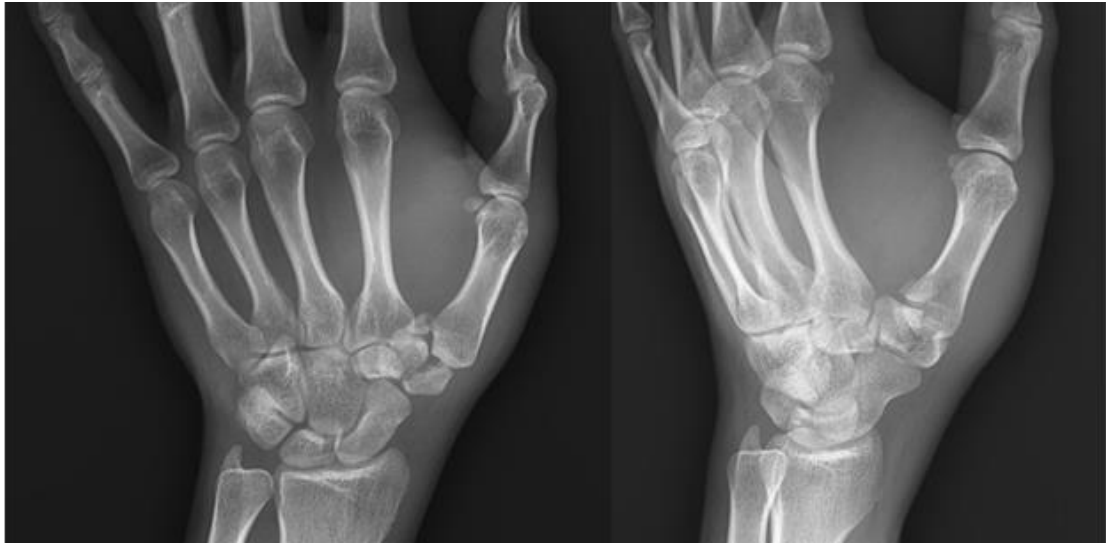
The X-ray finding of injuries demonstrates the trapezium body fracture with Bennett's fracture- dislocation.
